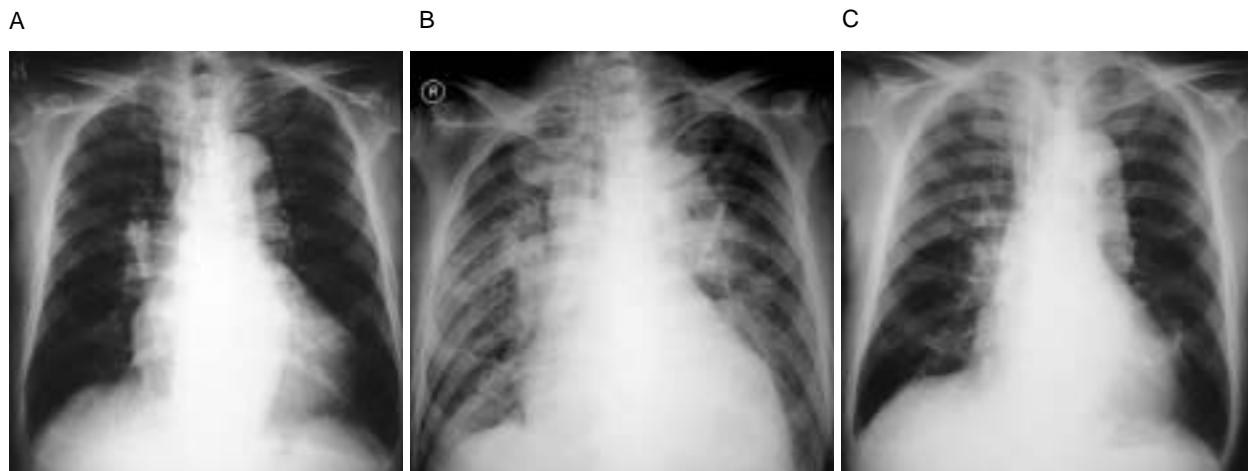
Serial chest radiographs
